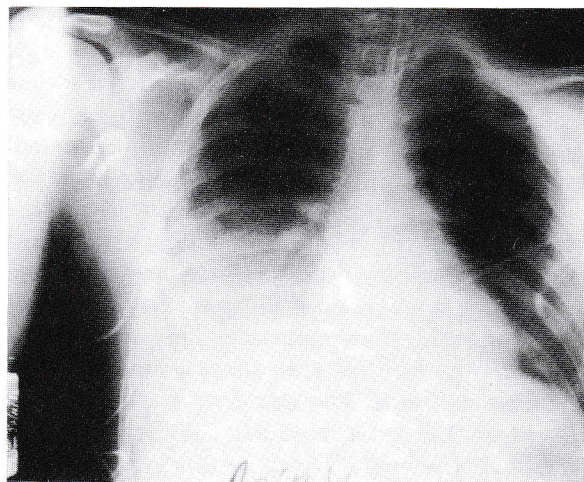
Chest X-ray of one of our patients with thoracic empyema.
